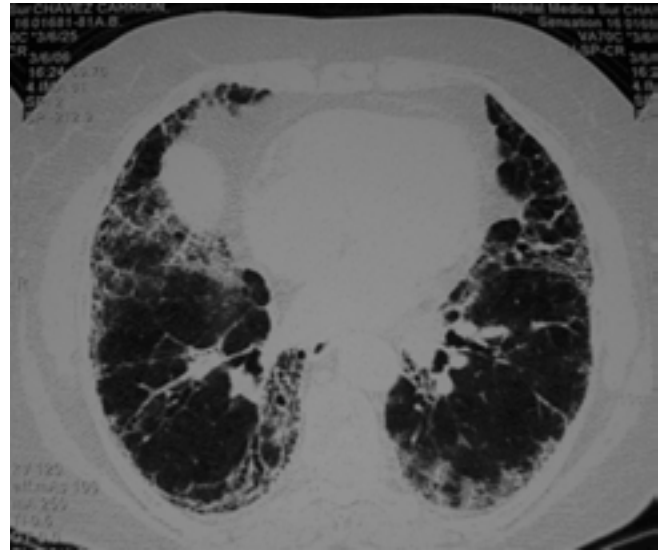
TAC de tórax (ventana pulmonar): patrón reticular moderado en ambos hemitórax compatible con imagen en panal de abeja.
